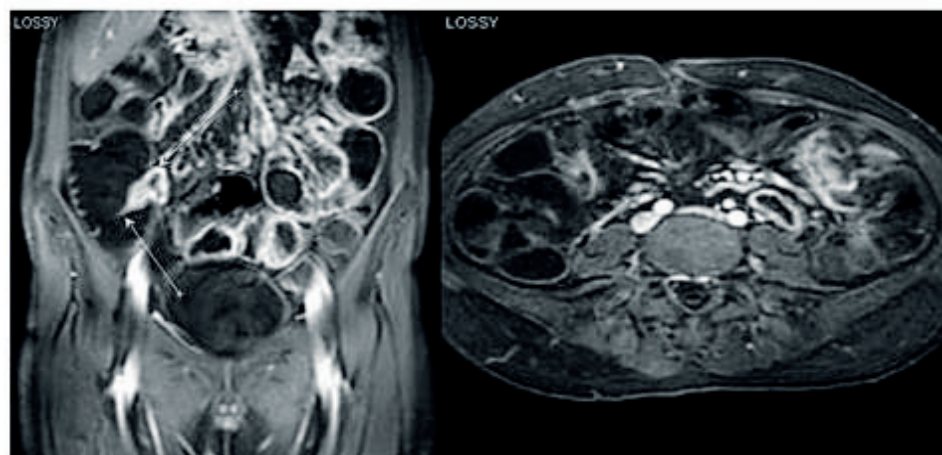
Ураження худі кишки, термінальних відділів клубової, баугінієвої заслінки з ознаками активного патологічного контрастного посилення стінок. МРТ-зображення в коронарній і аксіальній проекціях (режими T1 і T1 Fatsat)
